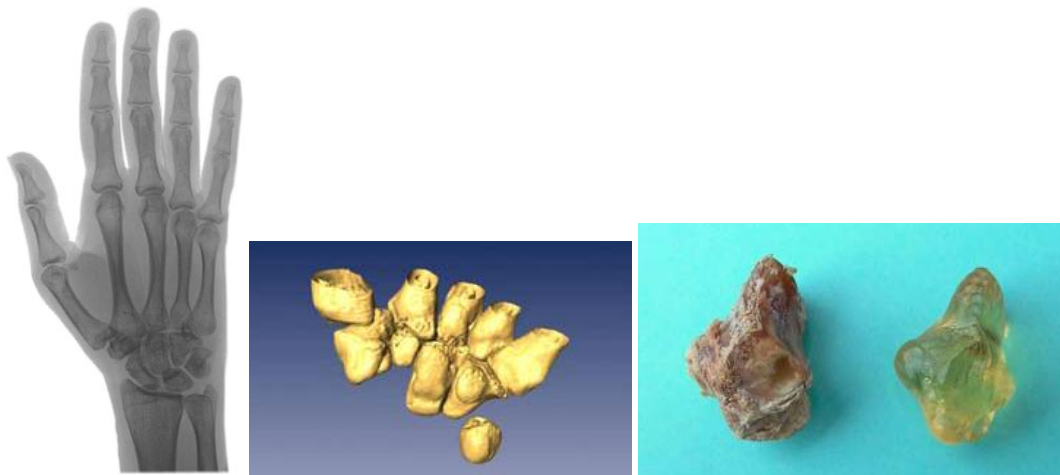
3D-Implantate:Herstellung von 3D-Implantaten als Einsatz in der Knochenrekonstruktion/-heilung:CT-Einstellungen des betroffenen Handgelenks, mittels Stereolithografie wird ein Knochenmodell erstellt. (Drosse et al., 2008)
